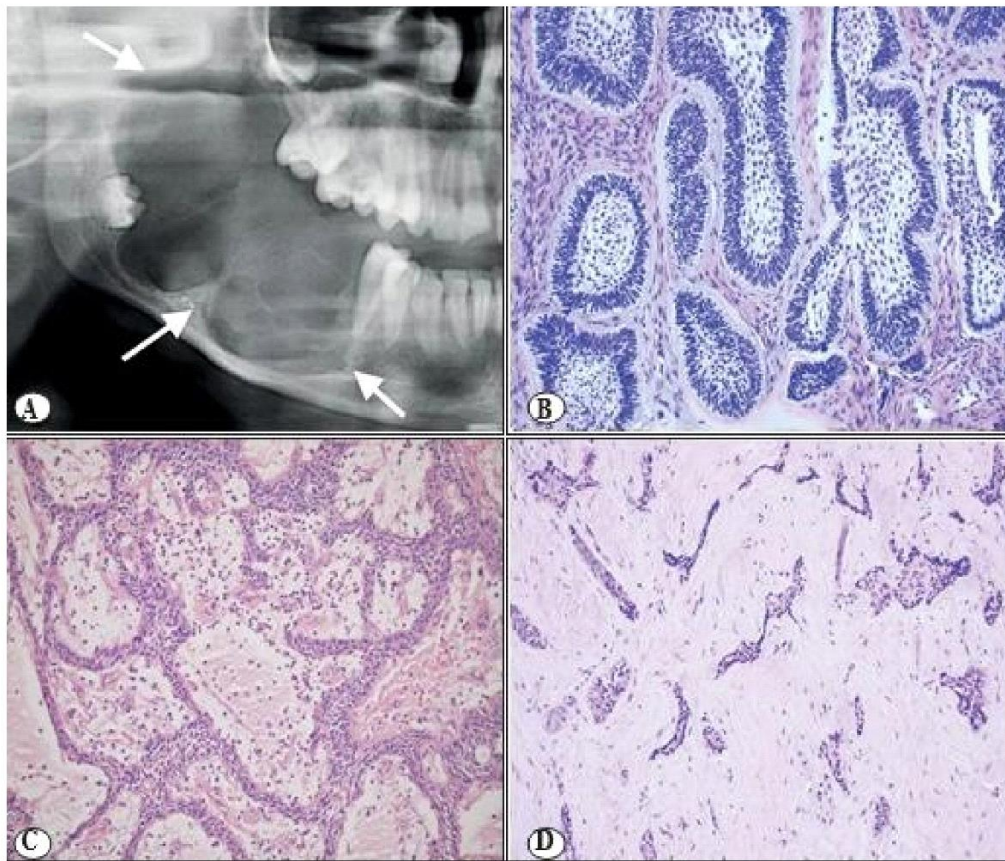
A. Recorte de radiografia panorâmica em região de ângulo corpo e ramo da mandíbula apresentando lesão radiolúcida multilocular com bordas limitadas inferiormente, rompimento da cortical óssea superior do corpo da mandíbula e anterior do ramo, com envolvimento e rechaçamento do terceiro molar. B. Ilhas de células periféricas com núcleos hiper cromáticos em padrão paliçadas, reserva de polaridade semelhante ao retículo estrelado ou rugoso típicos do padrão folicular. C. Padrão plexiforme: lâmina apresentando cordões anastomosados e fios de epitélio. D. Fragmento corado apresentando ilhas epiteliais em um estroma denso típico do padrão desmoplásico.
